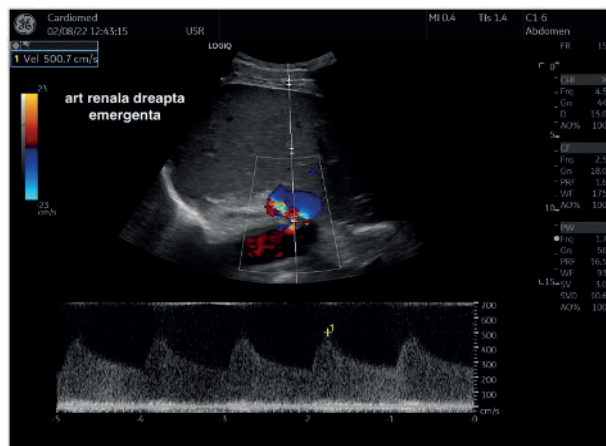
Ecografie Doppler arteră renală dreaptă – Vmax = 5 m/sec
